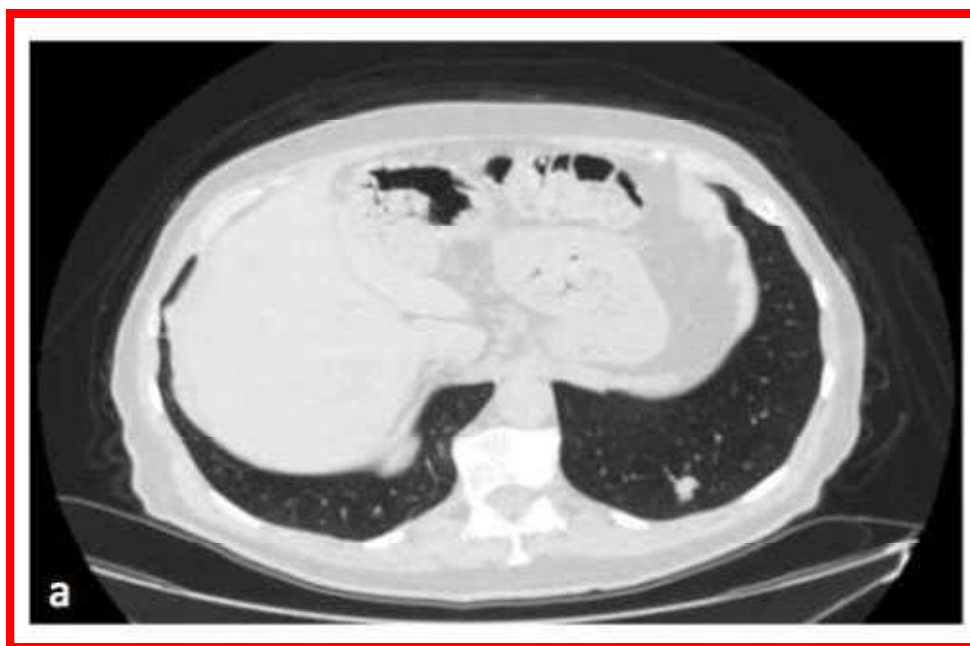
Immagine TC assiale
